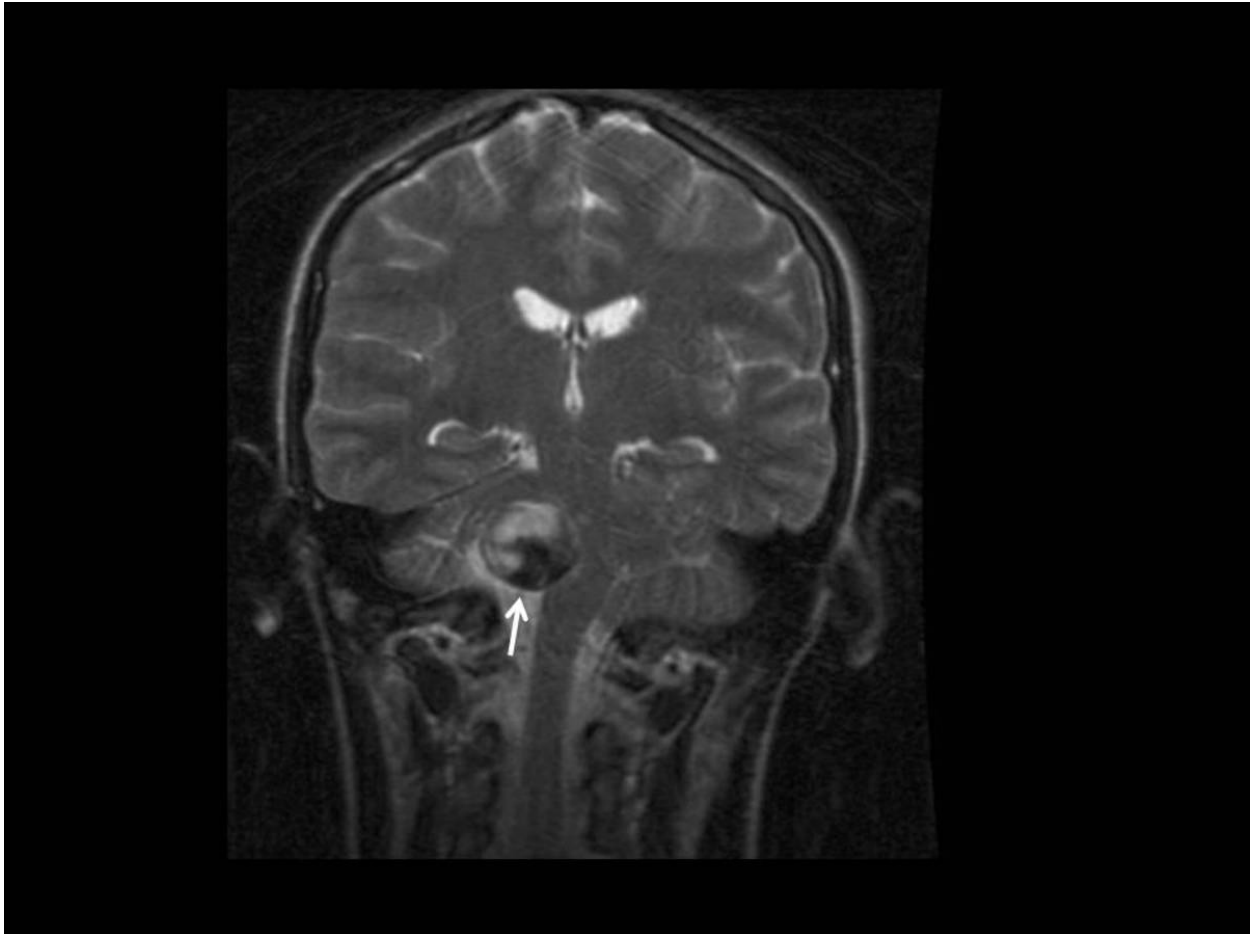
RM secuencia FSE T2. Imagen coronal donde se ve una masa heterogenea, con áreas hiper e hipointensas, muy sugestivo de aneurisma parcialmente trombosado. Comprime estructuras troncoencefálicas. En angioRM se vio que se trataba de un aneurisma fusiforme dependiente de la arteria vertebral derecha.
